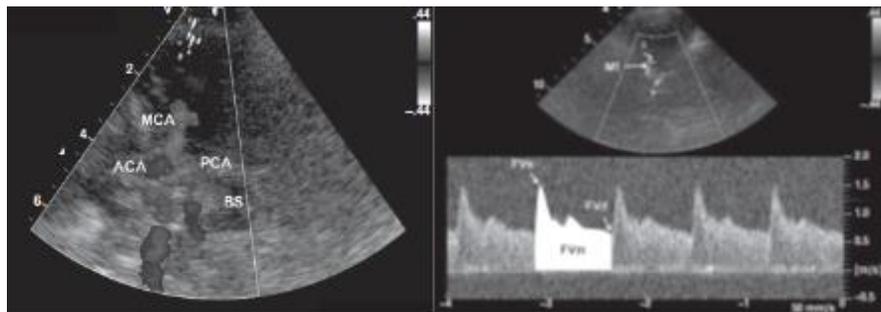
Imagen ecográfica de Doppler Transcraneal. (Extraído de: Bouzat P, Oddo M, Payen JF. Transcranial Doppler after traumatic brain injury : is there a role ? *Curr Opin Crit Care* 2014; 20: 153-60.)
